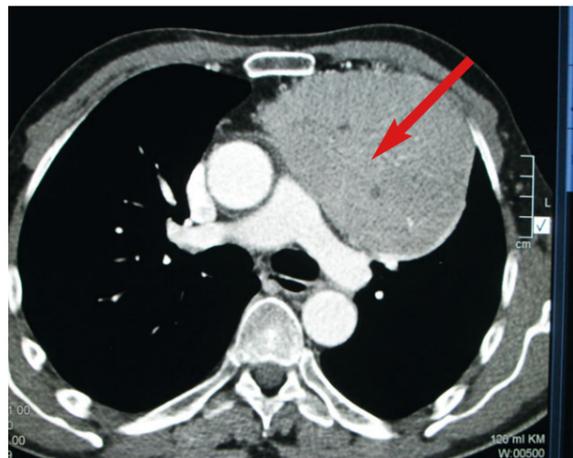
CT-Thorax des Thymuskarzinoids (Pfeil) mit enger Lagebeziehung zur A. pulmonalis und A. ascendens
